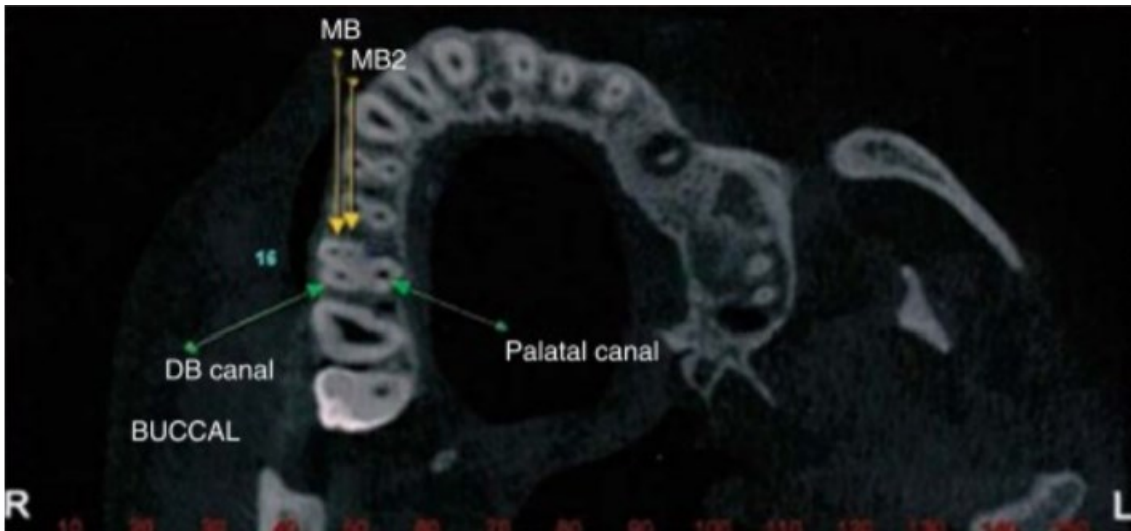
Tomografia CBCT corte axial. Imagem CBCT mostrando o canal MV1 e MV2 na raiz mesio-vestibular do primeiro molar superior (Adaptada de Abuabara et al., 2013).
